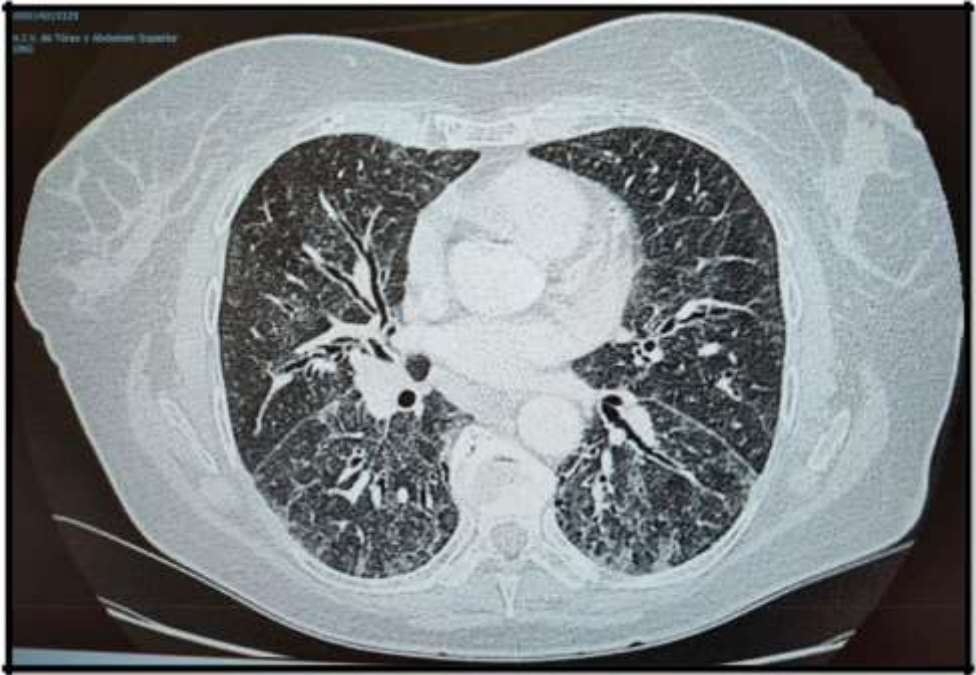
TAC de tórax con adenopatías y fibrosis.
